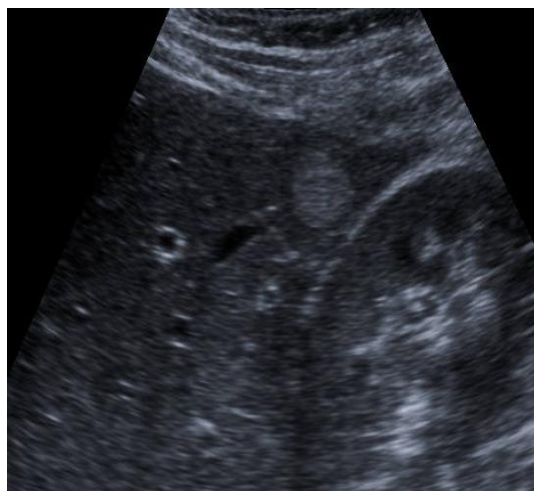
Hämangiom der Leber in der Sonographie
